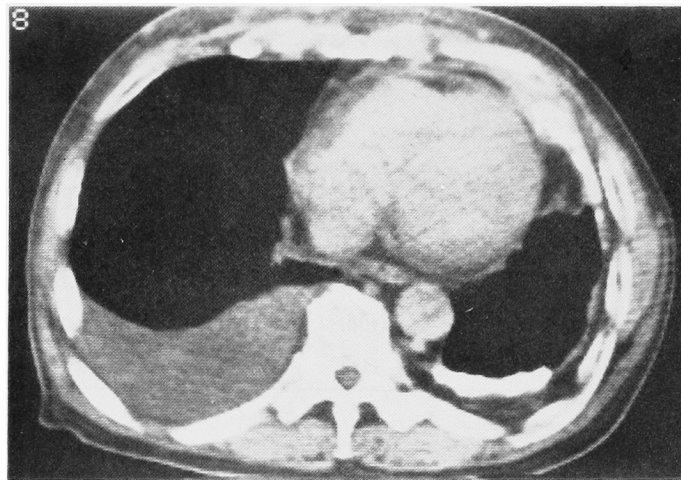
胸部 CT スキャン (1985 年 1 月): 右胸腔の著しい胸水貯留が認められる.
